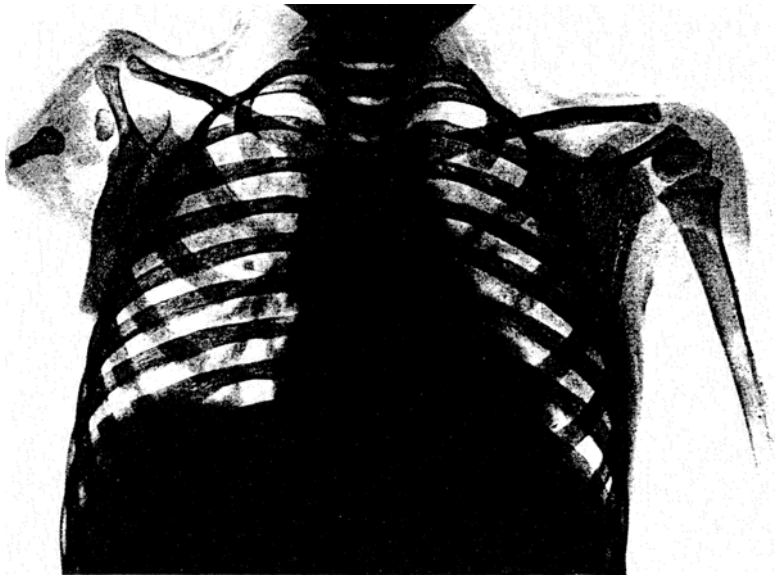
Röntgenbild der Brust. Linksseitig konisch zulaufender Oberarmstumpf. Rechtsseitig scheinbares Fehlen des Armes, aber hypoplastischer Knochenstumpf des Humerus am verkleinerten Schulterblatt.
